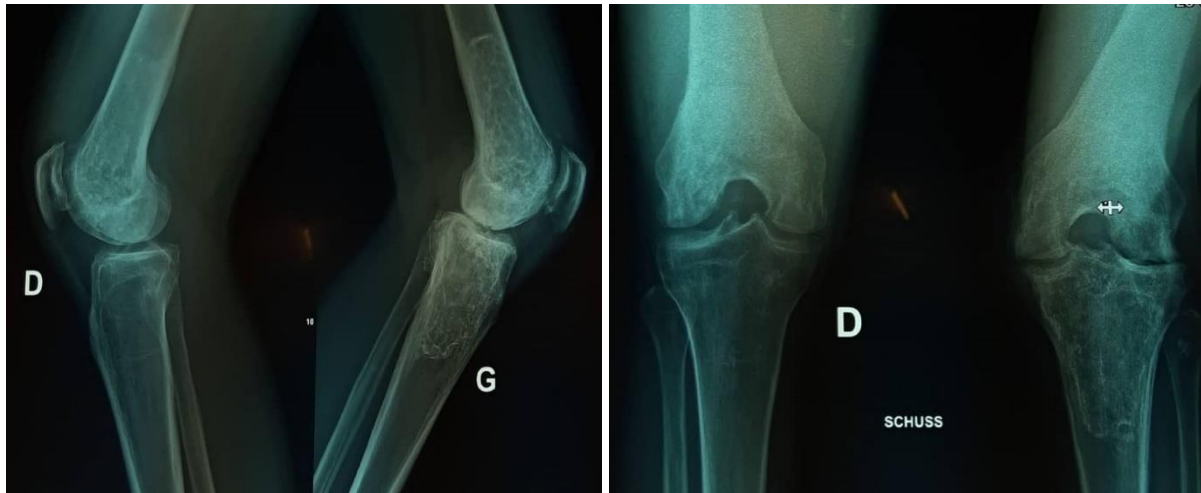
Radiographie des genoux montrant un infarctus osseux plus prédominant du côté gauche avec infiltration des parties molles.
